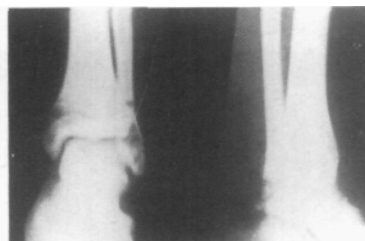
A y B. H.C., varón, 15 años. Triplanar. Radiografía (frente y perfil). Tornillos metafisarios. Buen cierre epifisario.
